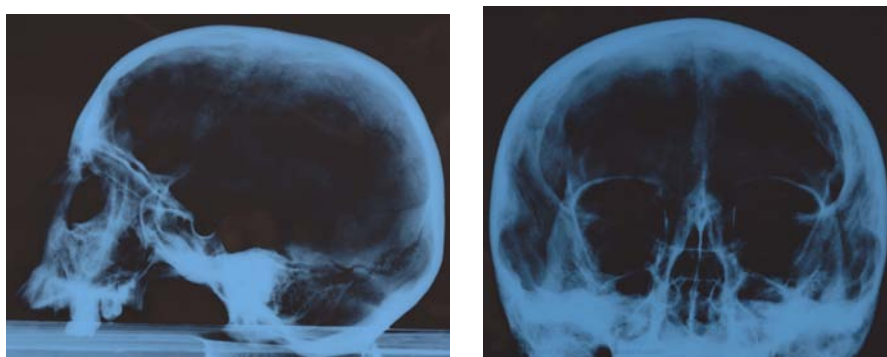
Рентгенограмма мозговой капсулы подростка 12–14 лет из п. 1 к. 24 могильника Маляевка.
